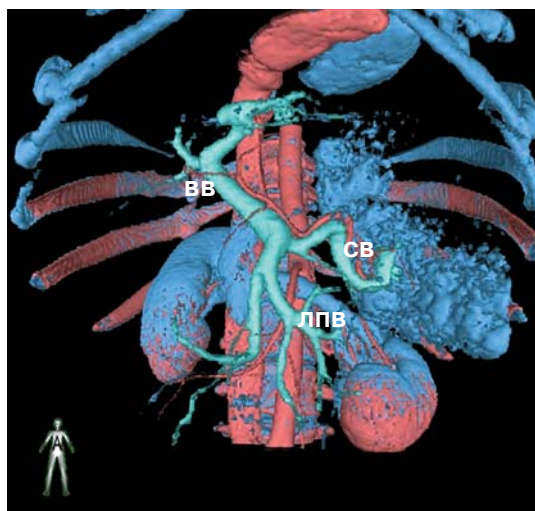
Компьютерная томограмма, 3D-реконструкция. Сосуды системы воротной вены при ЦП до операции.
